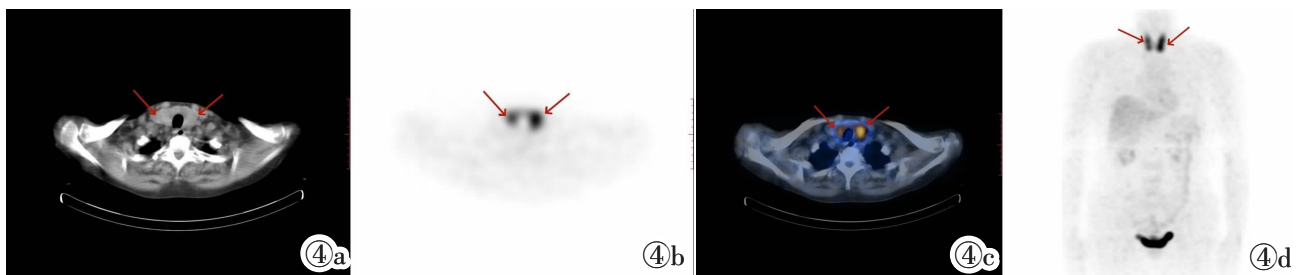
HT ¹⁸F-FDG 代谢显像表现。女,52 岁。双侧甲状腺弥漫显影(红色箭头),目测法双侧甲状腺显影程度均明显高于肝脏(4 级)。图 4a~4d 依次为 CT 图、SPECT 图、SPECT/CT 融合图、MIP 图。
